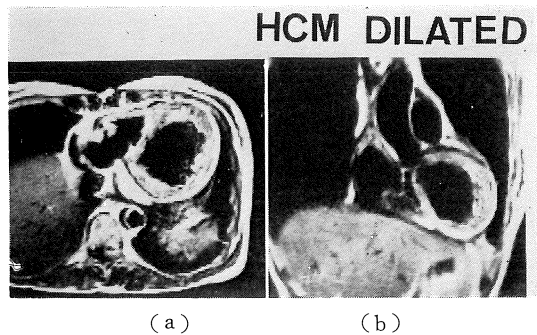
Representative cases of hypertrophic cardiomyopathy (dilated form). (a) transverse section, (b) coronal section. Septal thinning and left ventricular dilatation were clearly observed by MRI.
